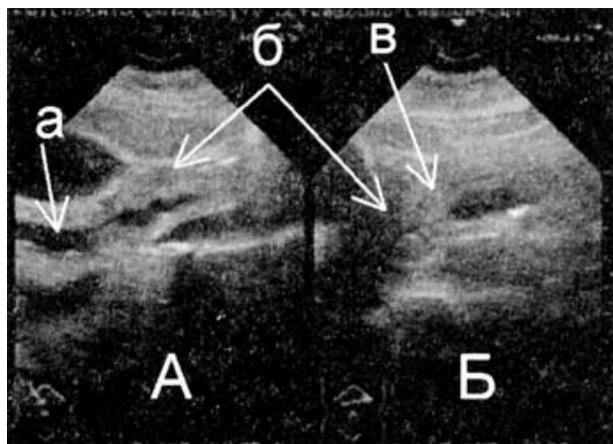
Ультратомограмма большого дуоденального сосочка (по В.И. Мальярчук и соавт., 2004). Определяются косвенные признаки стеноза сосочка:
